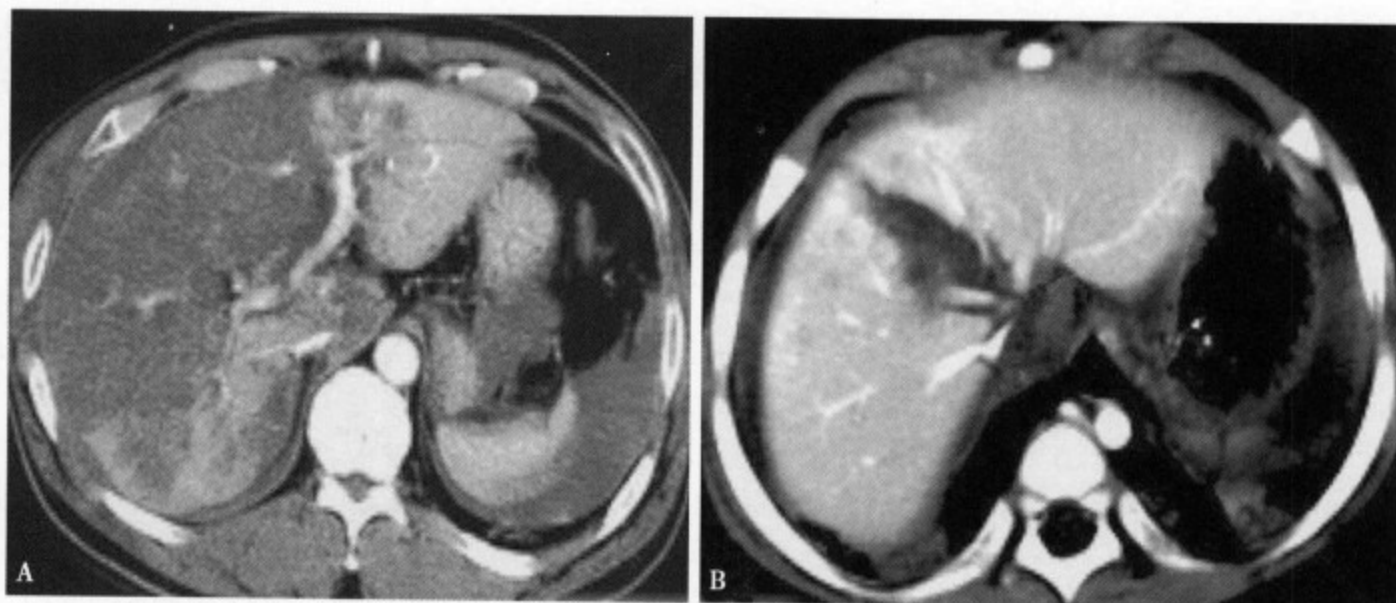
(A) IV级肝损伤：增强CT示肝实质内巨大血肿伴肝撕裂，累及整个肝右叶和肝左叶内段；(B) IV级肝损伤：增强CT示深达肝静脉的撕裂伤，肝左静脉不连续
